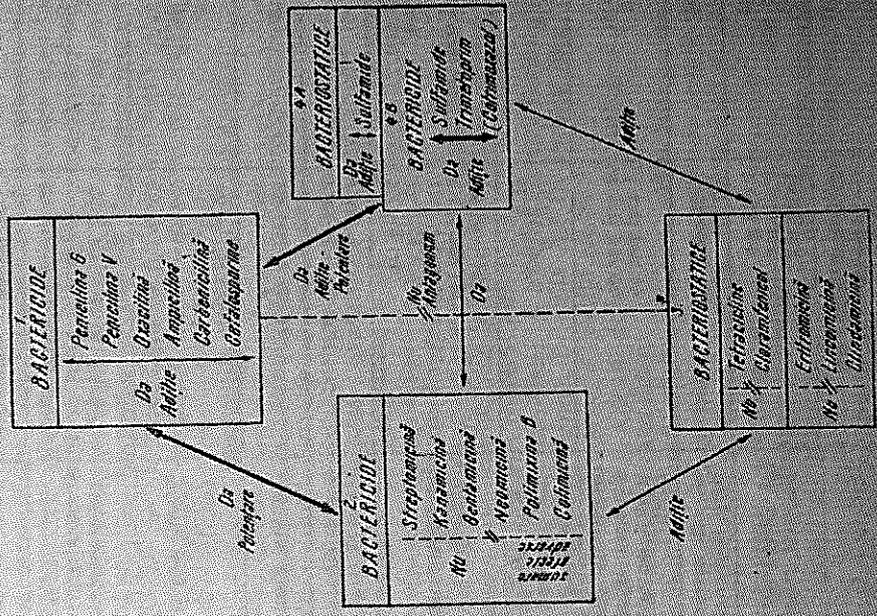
Asocierea AB și CT (Lang, 1976, modificată).
